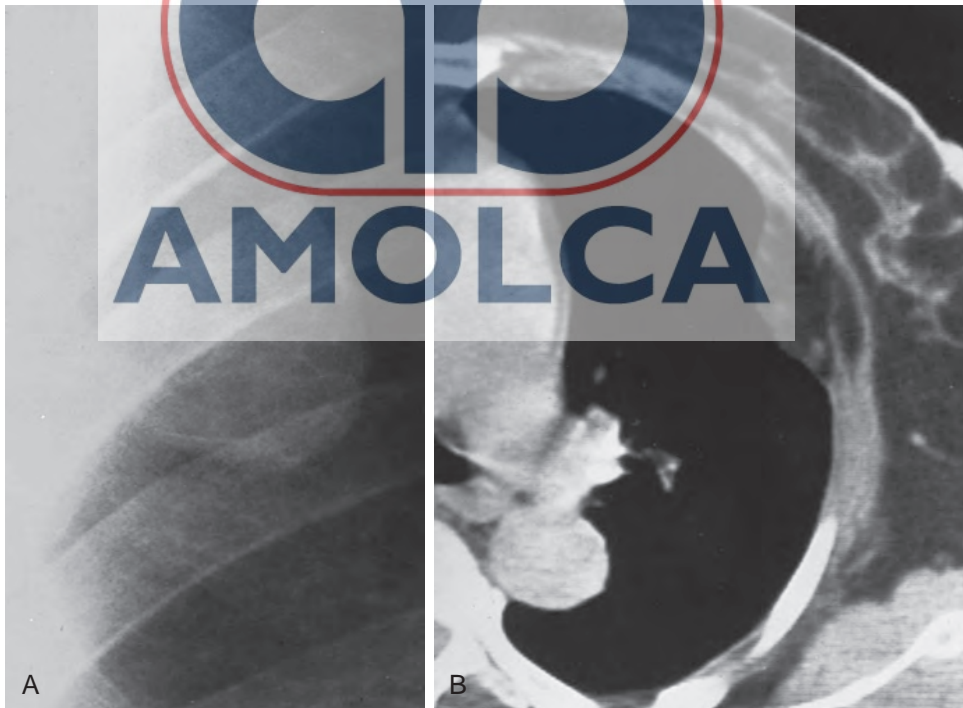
A, este lipoma de la pared torácica parece tener opacidad tisular, en contraste con el pulmón aireado. La localización del lipoma contra la pared torácica lateral, así como su borde incompleto (borde medial definido, con borde lateral ausente) sugieren que no es pulmonar. No hay destrucción costal para confirmar su origen en la pared del tórax. En el diagnóstico diferencial deben considerarse tanto las masas de la pared torácica como las masas pleurales. B, el escaneo de tomografía computarizada de otro paciente con un lipoma de la pared torácica muestra una masa que es de mayor opacidad que el pulmón aireado, pero es menos opaca que la musculatura de la pared del tórax. Se muestra que esta masa de atenuación grasa intermedia se extiende a través de los músculos de la pared torácica. (Caso cortesía de Thomas L. Pope, Jr., M.D.)
